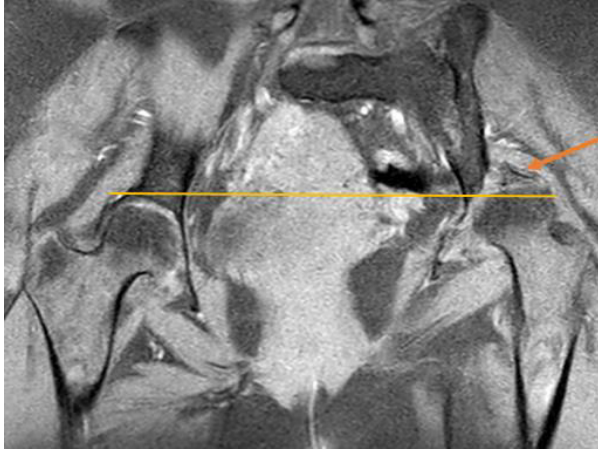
RMN S/C de pelvis, corte coronal que muestra desplazamiento cefálico de cabeza humeral (flecha tomate).
